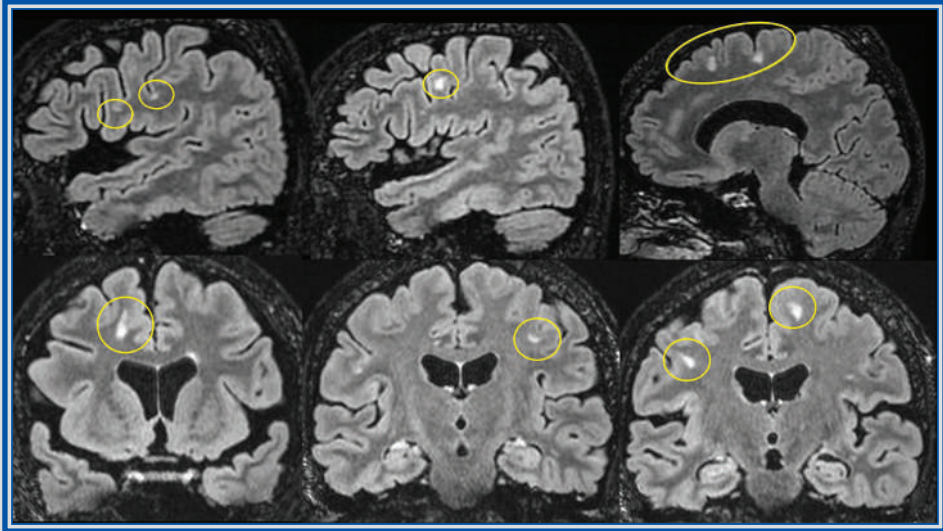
Capítulo 2. Imagen con secuencias FLAIR sagital y coronal, con lesiones hiperintensas de localización yuxtacortical, que contactan con la sustancia gris.
